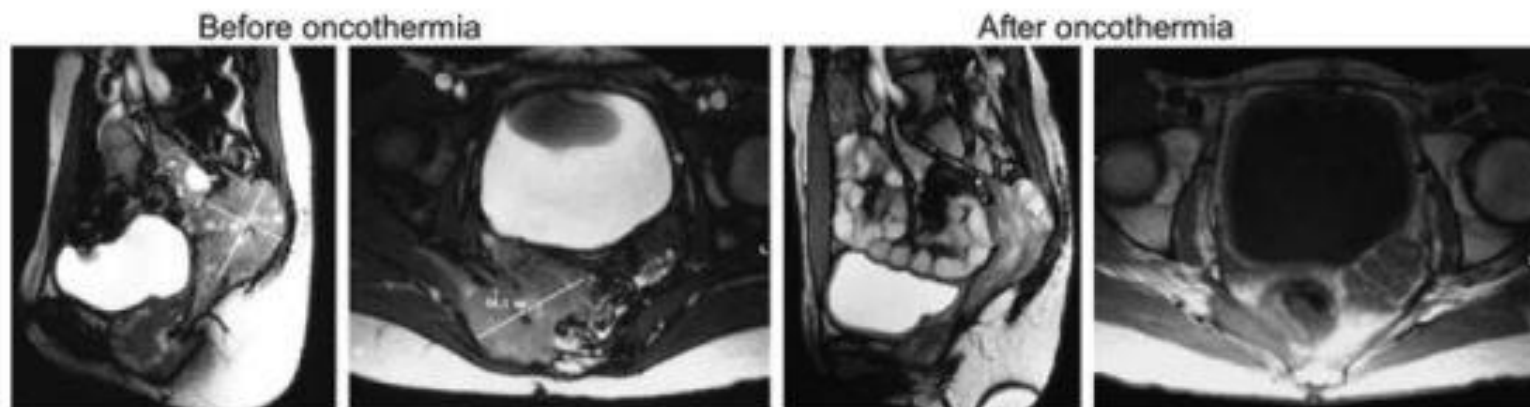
Case of cervix uterus, cervix conisation P5, HPV positive. Investigator: Piko B, Institute: Department of Clinical Oncology, Hospital K. Pandy, Gyula, Hungary. Patient: 28 year old, female. Treatments: total uterus extirpation with bilateral adnexectomy. Observation: planocellular undifferentiated cancer with vascular tumor cell invasion, pT1 N0 M0. 18 month later strong pain; incontinence. Locally recurrent tumor 6.5×5.5 cm (a). CT-guided biopsy: locoregional recurrence of the original carcinoma epidermoid non-cornescens. Treatments: combined radio-chemo-thermo therapy (trimodality). Radiation: pelvic, paraaortic and bilateral parailiacal irregular large field technique: 20×2 Gy. Chemotherapy: Carboplatin, Ftorafur plus oncothermia once a week. After this further radio-chemo-thermo therapy: pelvic and parailiacal CT-planned radiotherapy with craniocaudally adjusted fields: 8×1.8 Gy, Carboplatin/Ftorafur chemotherapy + oncothermia. Results: no more incontinentia, no more pain. MRI: considerable regression (b). Further improvement: the patient is able to work again
